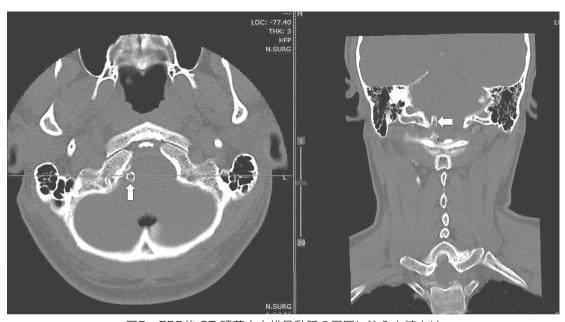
EBP後 CT 頭蓋内右椎骨動脈の周囲に注入血液あり
